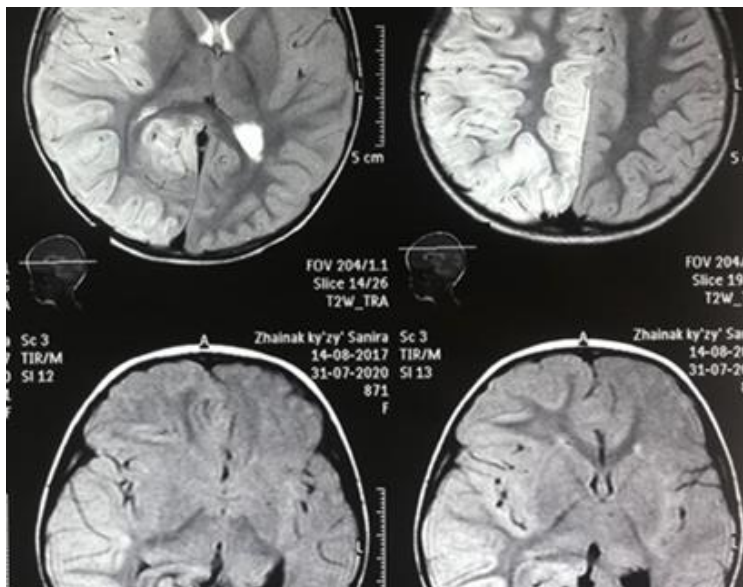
МРТ - признаки, наиболее вероятно, как проявление энцефалита справа. Не исключено ОНМК по ишемическому типу.
